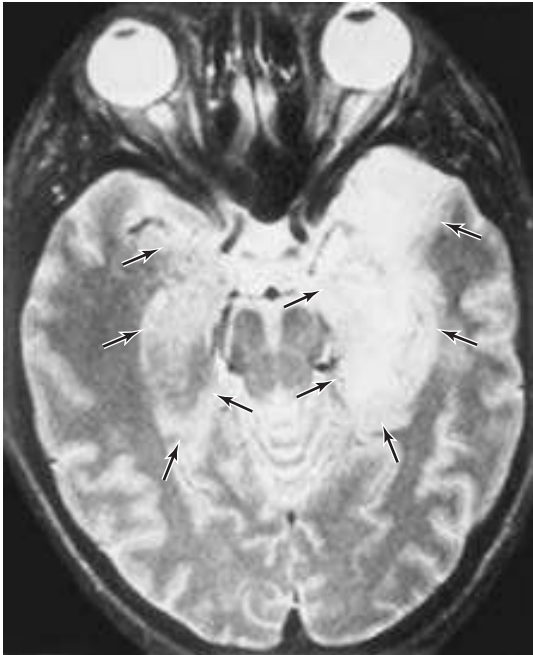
Imagen por resonancia magnética de corte horizontal de la cabeza al nivel del lóbulo temporal. La lesión de gran tamaño en el temporal izquierdo y una lesión más pequeña del lado derecho se indican con las cabezas de flecha. Las TC confirmaron la presencia de múltiples lesiones hemorrágicas pequeñas en ambos lóbulos temporales.
